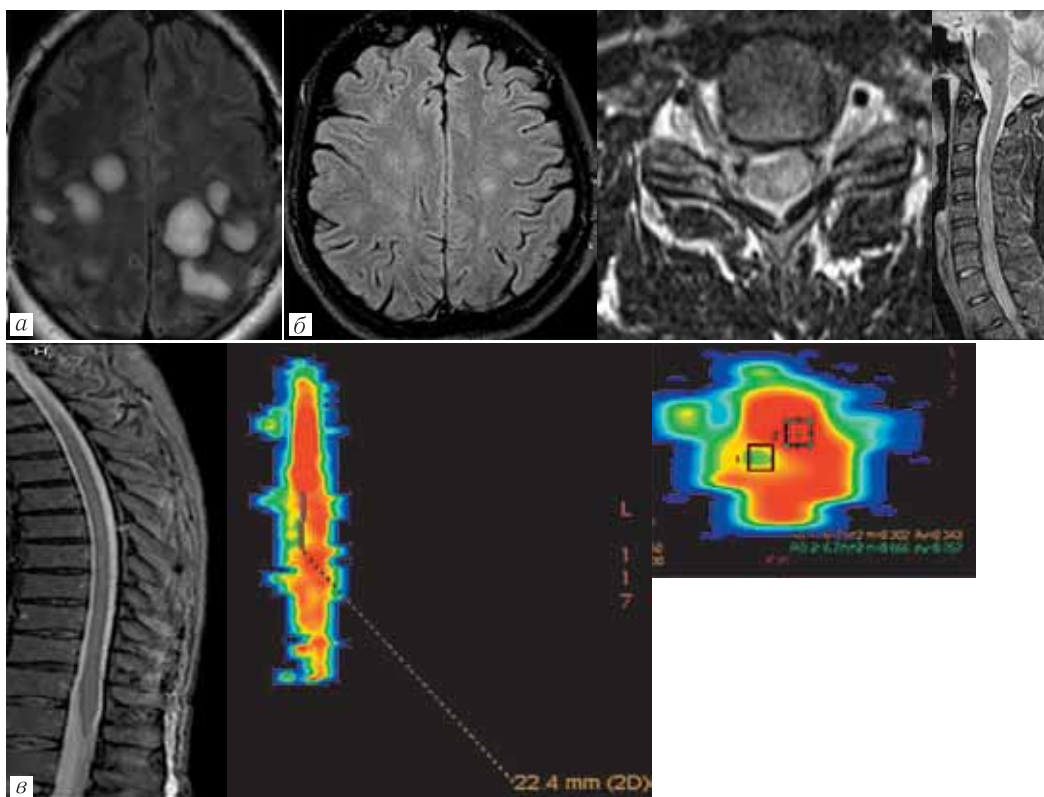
МРТ: а — острый рассеянный энцефалит; б — острый рассеянный энцефаломиелит; в — острый поперечный энцефаломиелит
